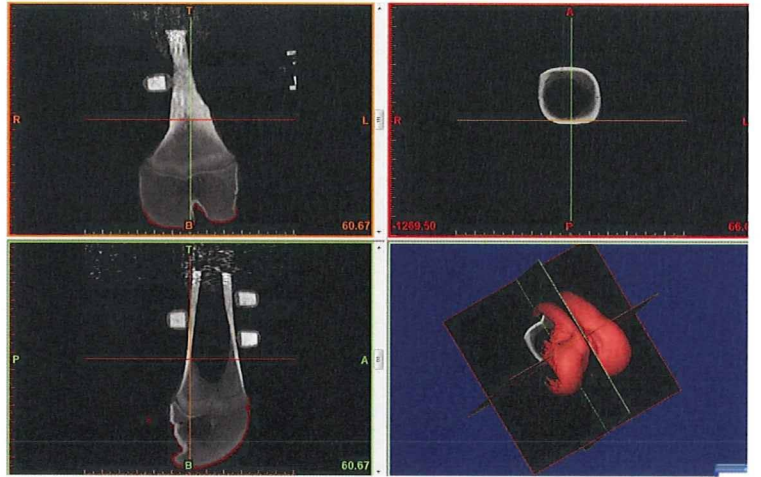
MRI 画像より作成した3次元表面形状モデル
